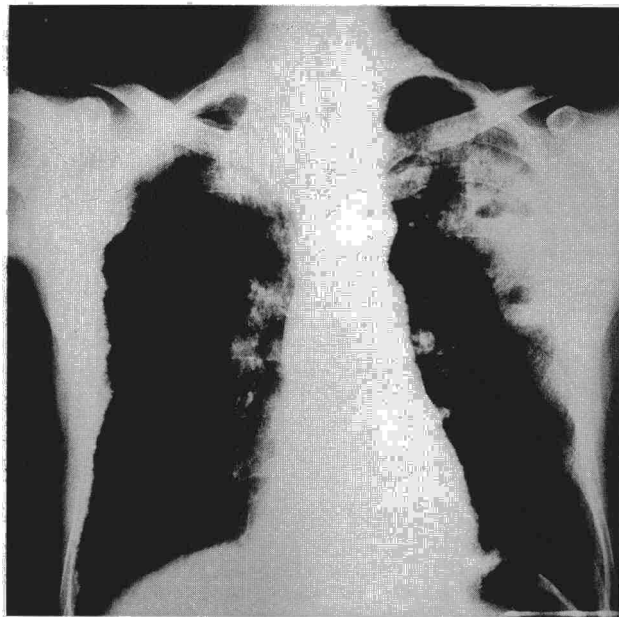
Radiografía PA de tórax. Engrosamiento pleural derecho, nódulos pulmonares en ambos vértices, lesiones cavitadas en lóbulo superior izquierdo.
